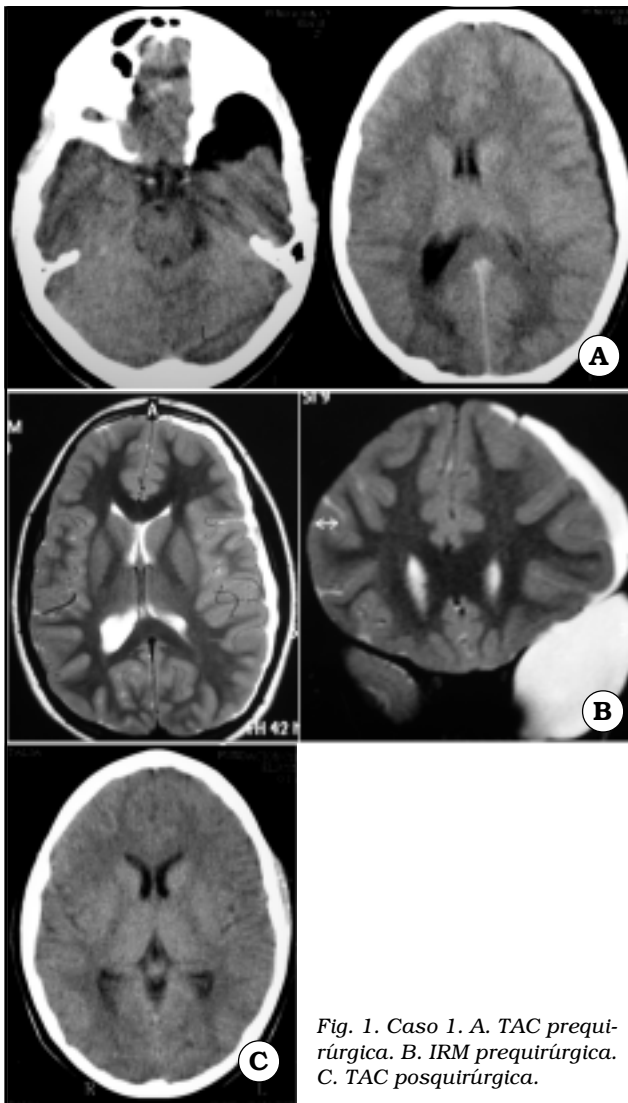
Caso 1. A. TAC prequirúrgica. B. IRM prequirúrgica. C. TAC posquirúrgica.
